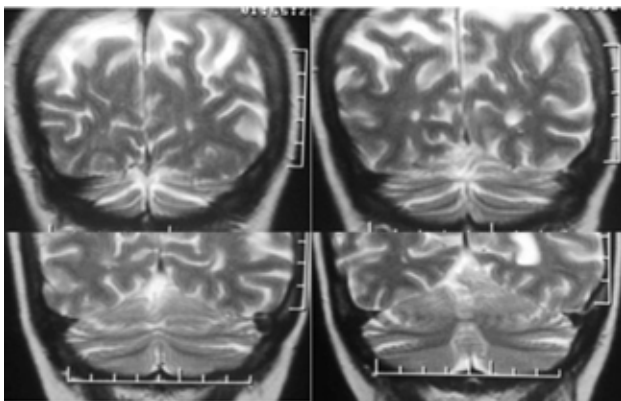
IRM T2 coronal, Fisura Horizontal claramente visible y paralela al Tentorio.
